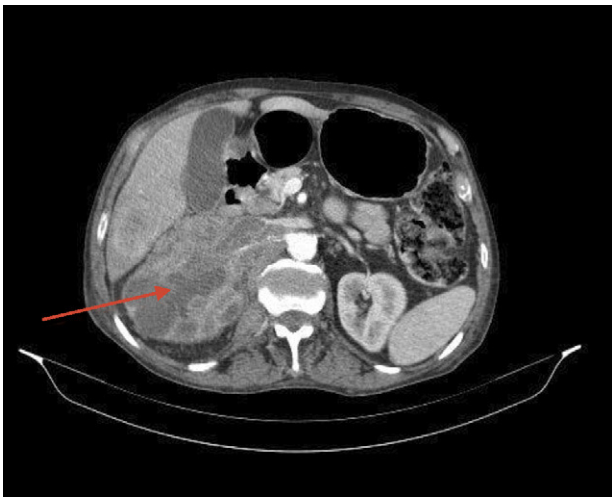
Tomografía Axial Computerizada (TAC) toraco-abdominal. Gran tumoración retroperitoneal derecha (flecha). Fuente: elaboración propia.
